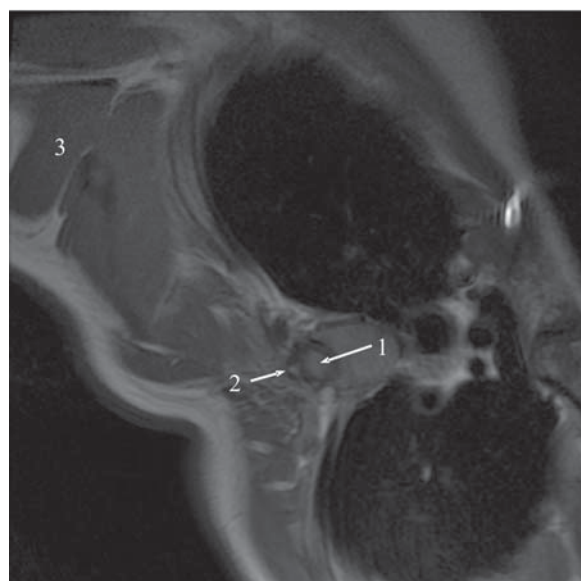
МР томография на уровне Th_V или Th_{IV} позвонков при функциональной спиральной деформации позвоночника, зона верхнего нейтрального грудного позвонка; аксиальное T₁ взвешенное изображение:
